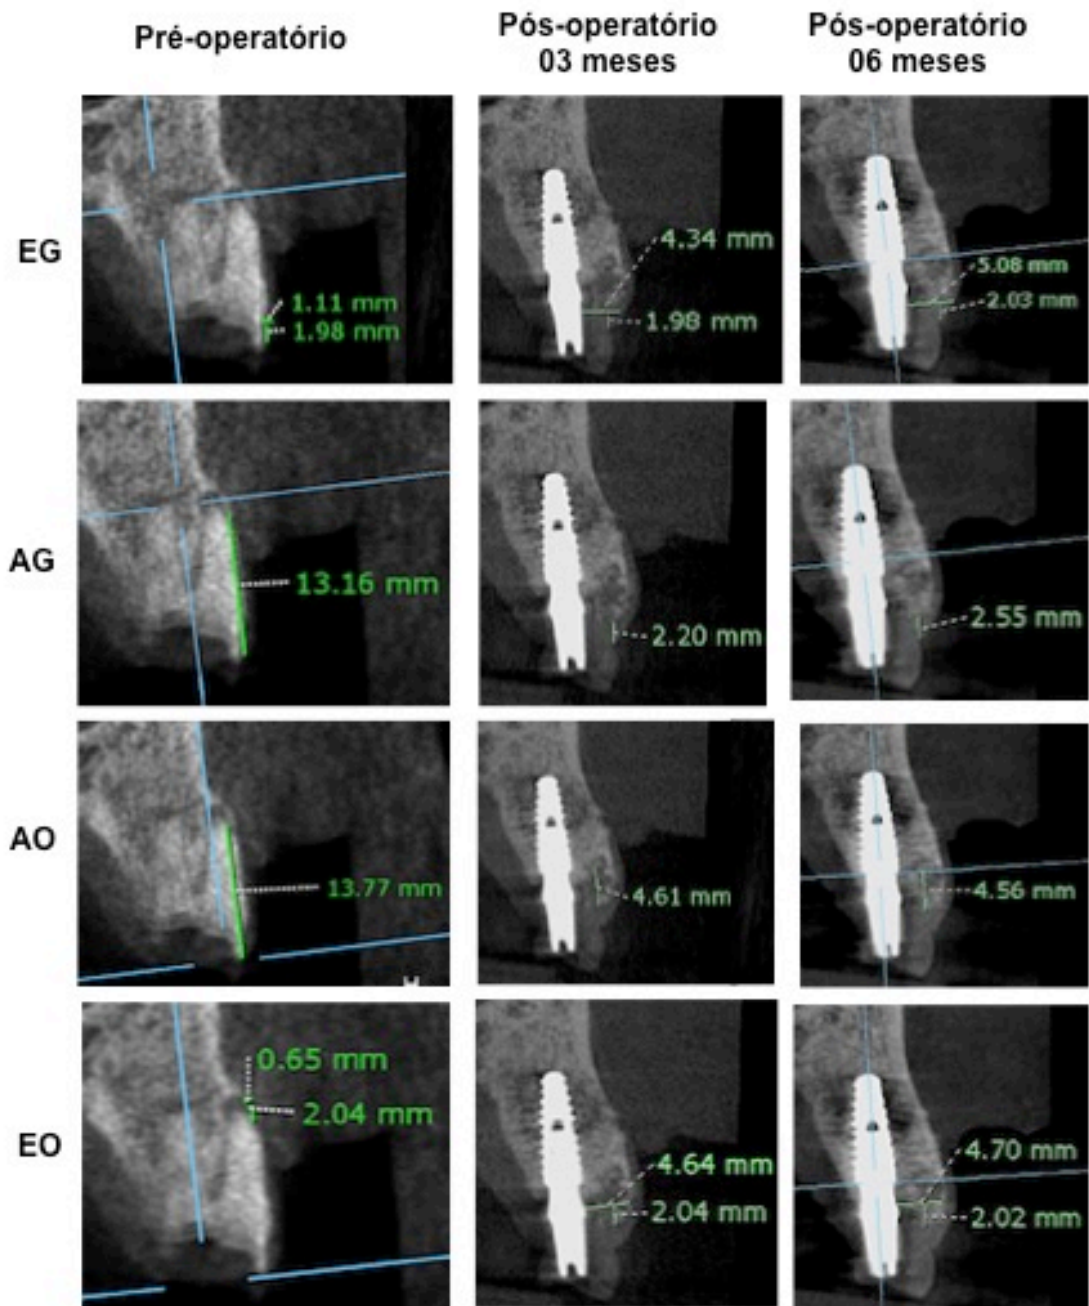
Paciente 6 - Medidas lineares pré e pós-operatórias obtidas pela tomografia computadorizada de feixe cônico utilizando afastador labial. EG: Espessura de tecido mole; AG: Distância entre margem gengival e a crista óssea vestibular; AO: Distância da crista óssea vestibular à junção amelocementária ou à plataforma do implante; EO: Espessura do osso vestibular.
